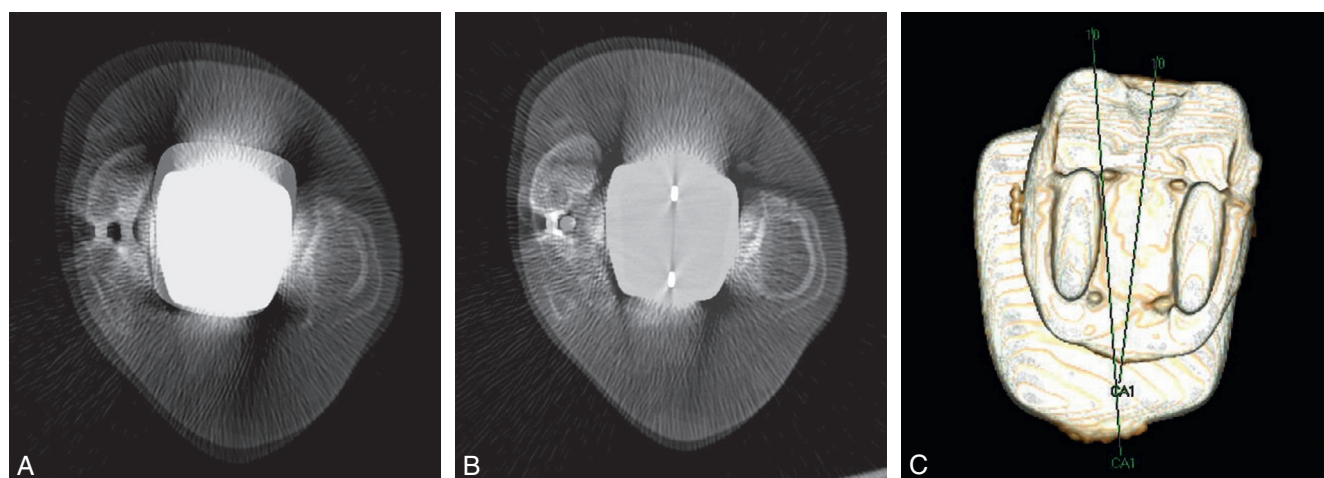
Analyse des superpositions d'implant au CT-scanner.
